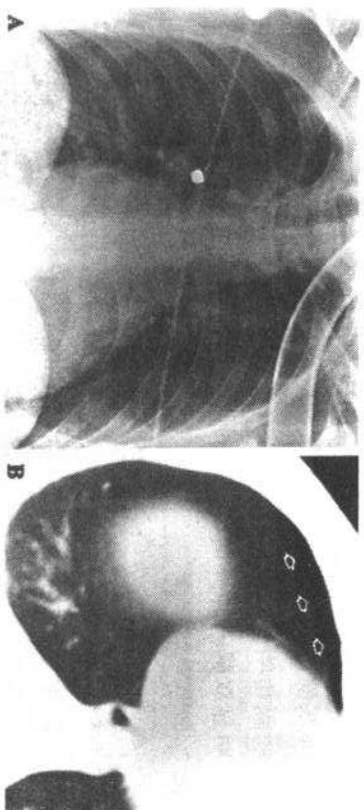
CT 所示的隐匿型气胸。A 上腹部和胸部遭枪伤病人的仰卧位正位胸片,右胸部见遗留弹头影,未见气胸。B 经下胸部 CT 扫描示右胸腔内一小范围气体影(空箭所示)
